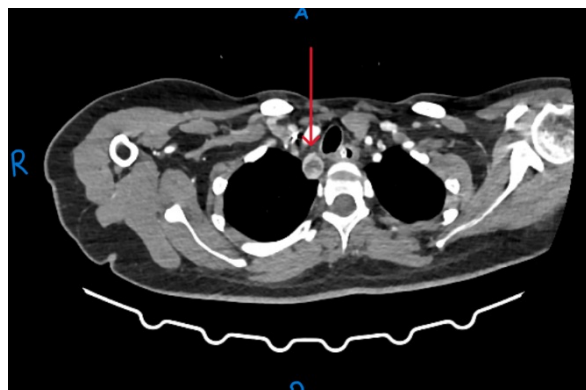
Компьютерная томограмма, поперечный срез. Стрелкой обозначена околощитовидная железа (аденома).
